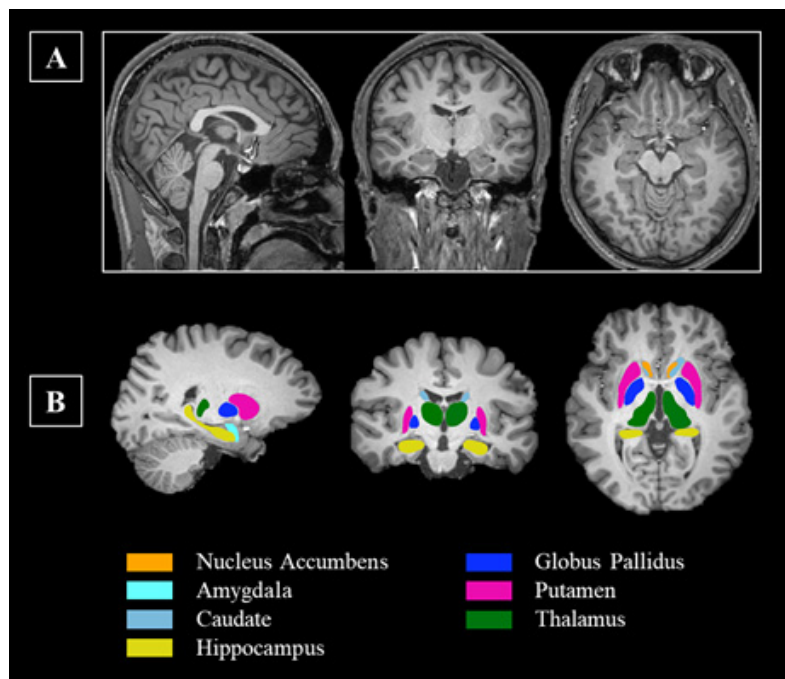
T1-weighted three-dimensional magnetization-prepared rapid gradient echo (T1-MPRAGE) images (A). Segmentation of the human brain subcortical on representative MPRAGE minimum deformation images (B).
